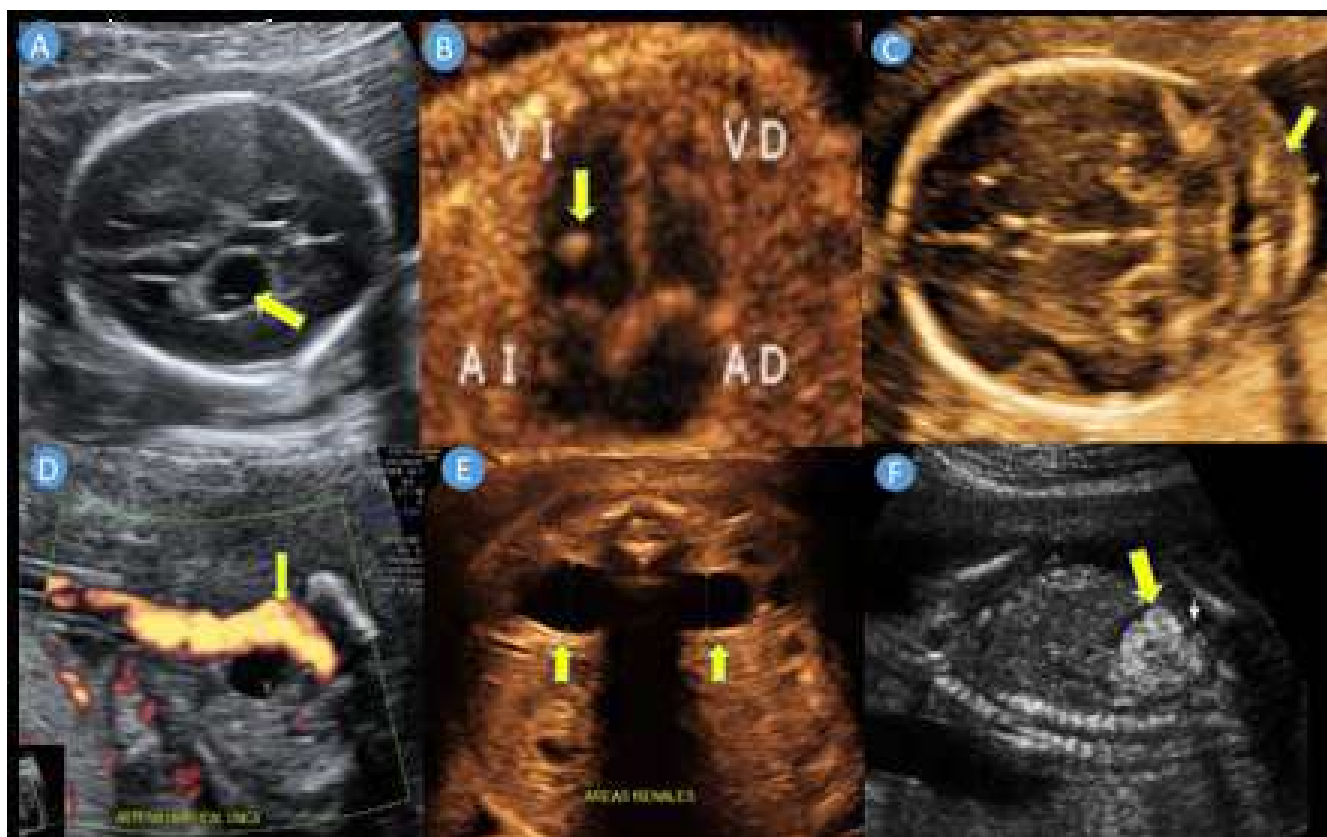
Marcadores ultrasonograficos menores de segundo trimestre. A: Quiste de plexo coroides. B: Foco ecogénico intracardiaco. C: Pliegue nucal aumentado. D: Arteria umbilical única. E: Dilatación pielocalicial bilateral. F: Intestino hiperecogénico.
